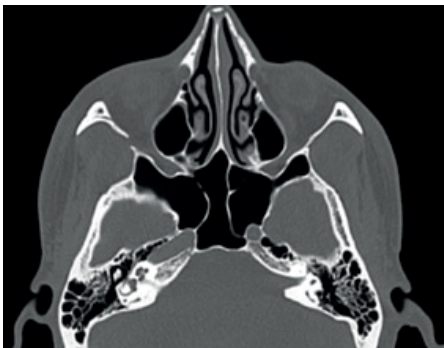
TC axial en ventana ósea que muestra una protrusión bilateral de la ACI con septos intersinusales que se insertan sobre ambas estructuras vasculares. Hospital Militar Central de Bogotá, Colombia; 2021
